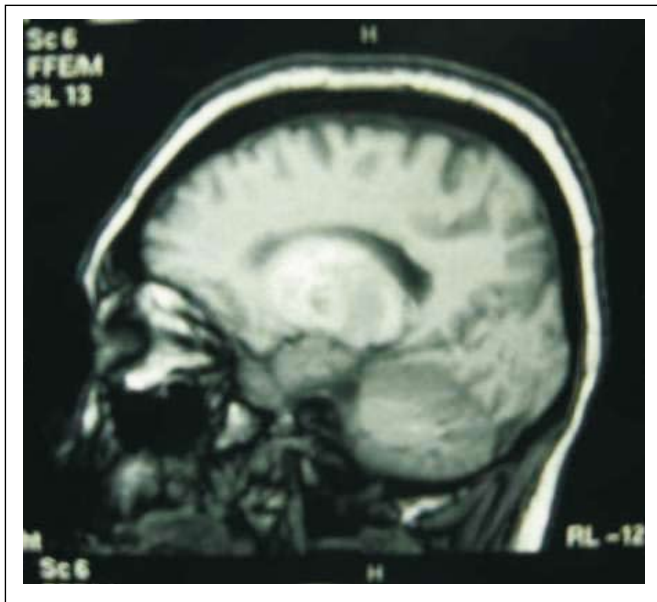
RMN cerebral, corte sagital en secuencia T1, donde se evidencia calcificaciones intracerebrales en ganglios basales y cerebelo.
